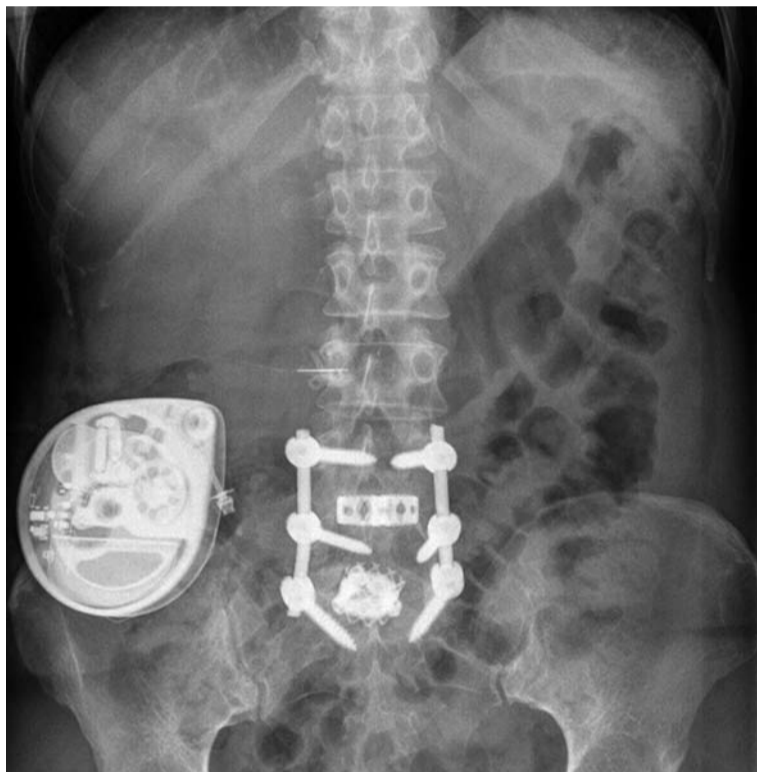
Röntgenbild einer Pat. mit implantierter Medikamentenpumpe im rechten Unterbauch bei chronischen Rücken-Beinschmerzen nach mehrfachen Lendenwirbelsäulenoperationen und Spondylodese LWK 4-SWK 1.
